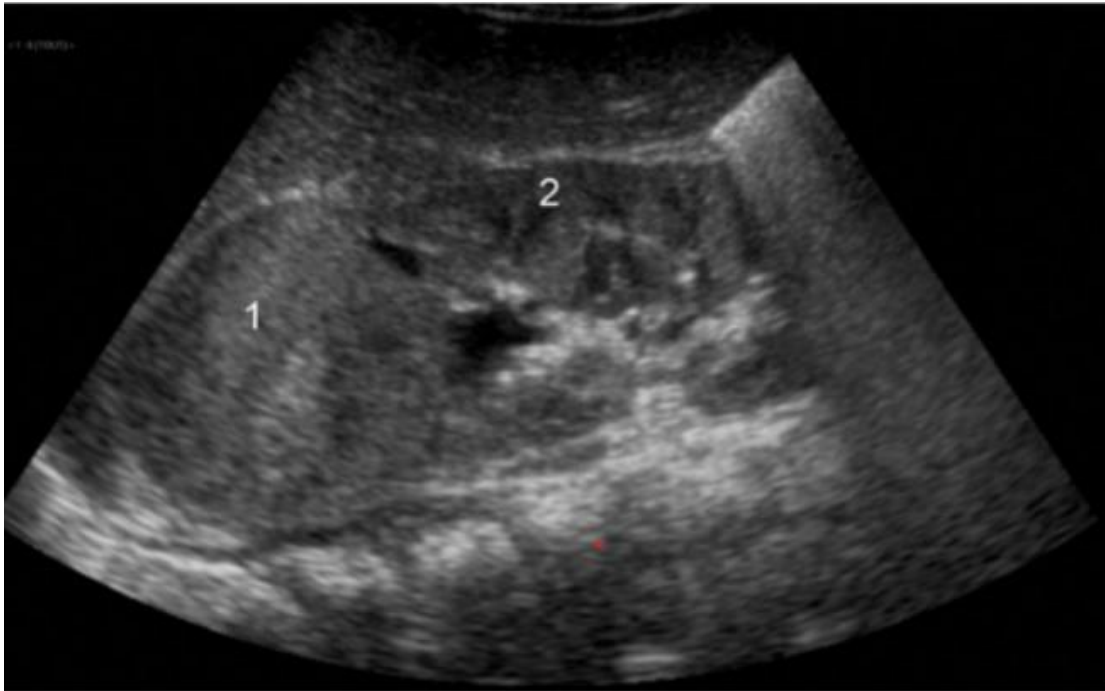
Coupe longitudinale chez un enfant de 2 ans en regard du flanc droit : Mise en évidence échographique d'une masse (1) se développant au dépend du pôle supérieur du rein (2), l'écho structure tissulaire, l'âge et l'origine rénale sont les arguments en faveur du diagnostic du néphroblastome (12)
